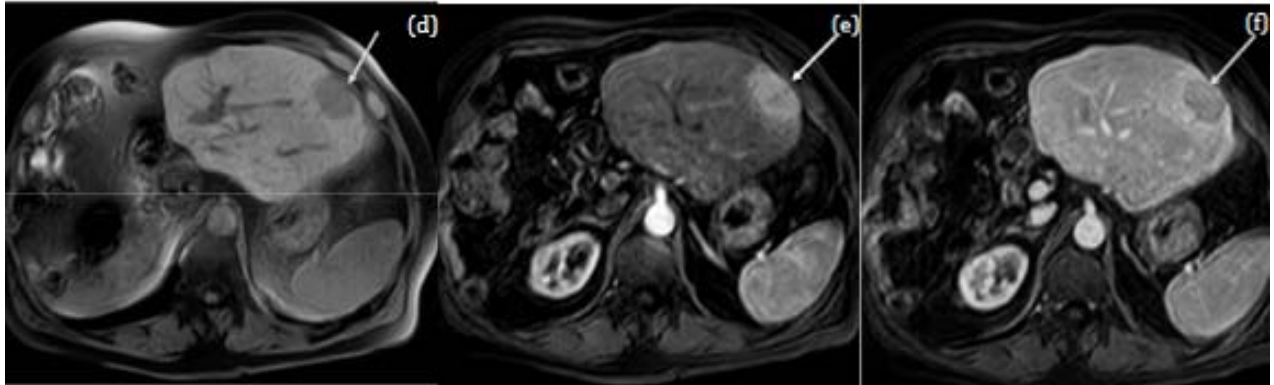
IRM hépatique (d)(e)(f) Séquence en pondération T1 après saturation de la graisse sans puis après injection au temps artériel et portal mettant en évidence un nodule hypo dense en contraste spontané, comparativement au reste du parenchyme, siège d'une hyper vascularisation et se lavant au temps veineux portal (densité inférieure à celle du reste du foie)[20]
